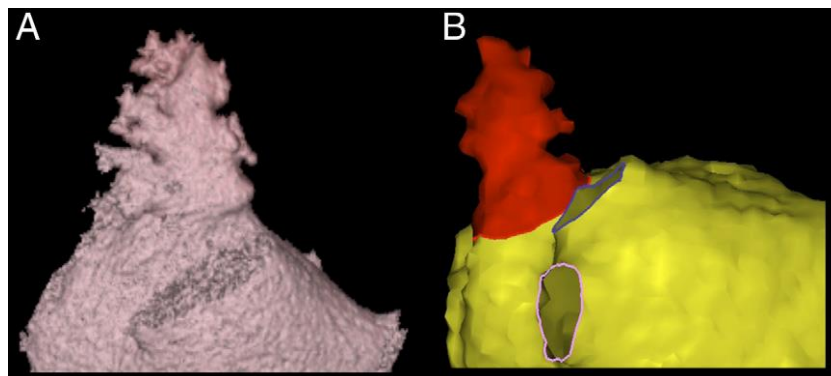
CT (A) e MRI (B) di una LAA *Cactus*
